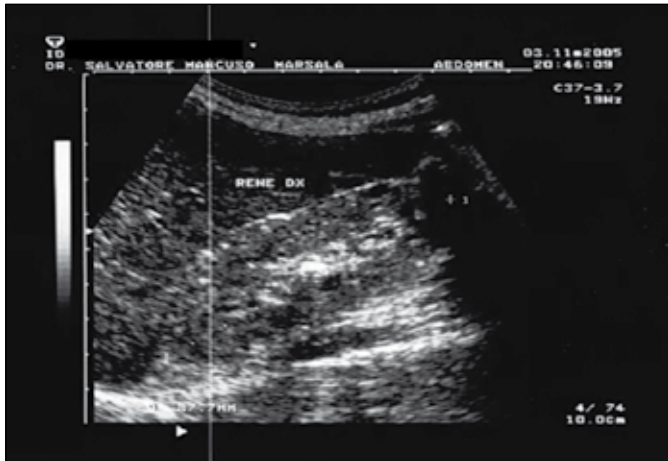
Caso clinico 3. Primo studio ecografico. Rene destro piccolo, caratterizzato da mantello parenchimale assottigliato e iperecogeno.
